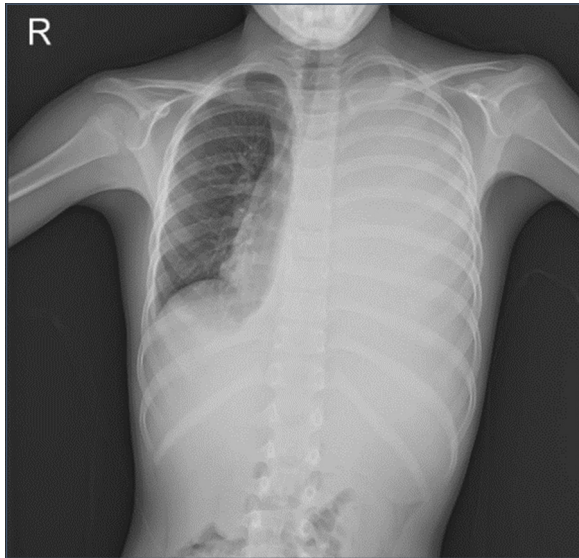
Radiografía de tórax realizada en la segunda consulta, que muestra derrame pleural izquierdo masivo con desplazamiento de mediastino.
